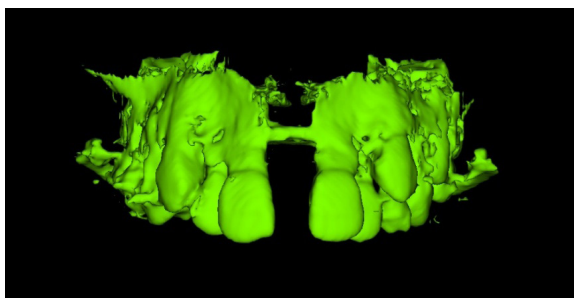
Imazhet në CBCT pas fazës së zgjerimit të maksilës
